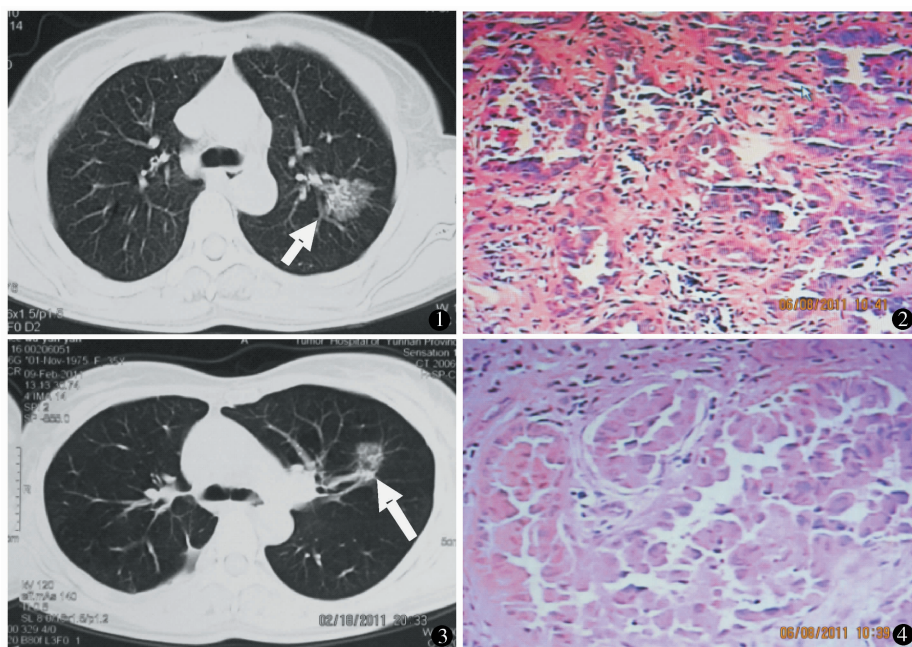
肺泡癌 CT:局部密度增高,其内可见气管及血管影 图 2 肺泡癌:镜下见癌细胞沿细支气管肺泡腔生长,呈粒方形或柱状,部分呈“钉突”状 HE 染色 $\times 100$ 图 3 肺腺癌的 CT:局部密度稍增高影,其内可见气管及血管影 图 4 肺腺癌:镜下见异型腺体,间质反应明显,呈分化 HE 染色 $\times 100$
